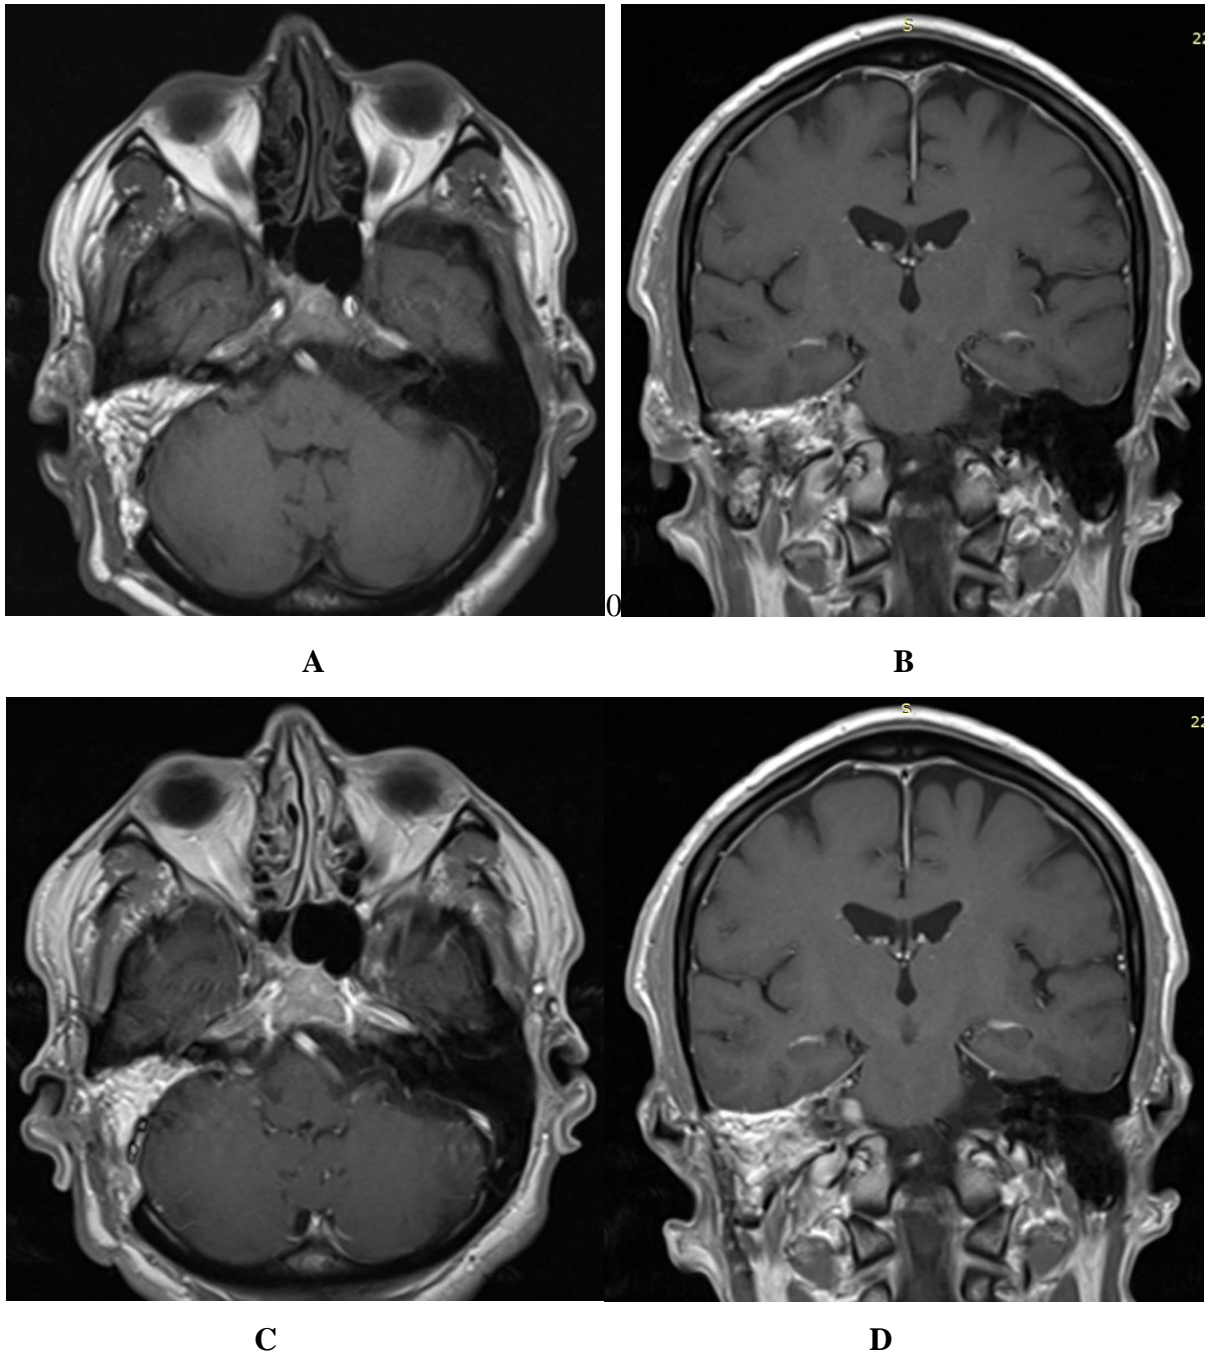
Imagini RMN cu vizualizarea: UPC 3 luni postoperator A - proiecție axială; B - proiecție coronară; UPC 1 an postoperator C - proiecție axială; D - proiecție coronară.
